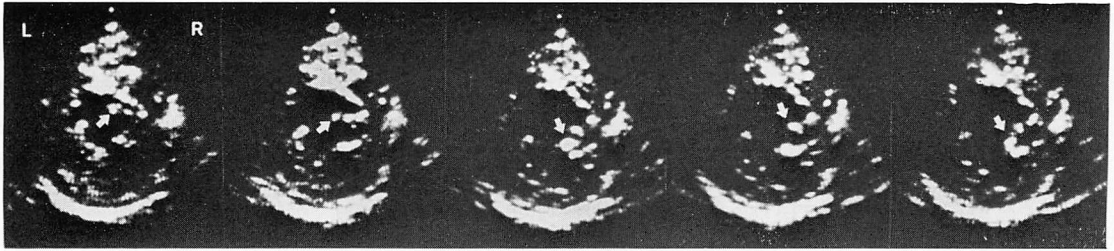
Short axis cross-sectional echocardiograms demonstrating quick transverse movement of the ruptured chorda of the anterior mitral leaflet near the posteromedial commissure.
